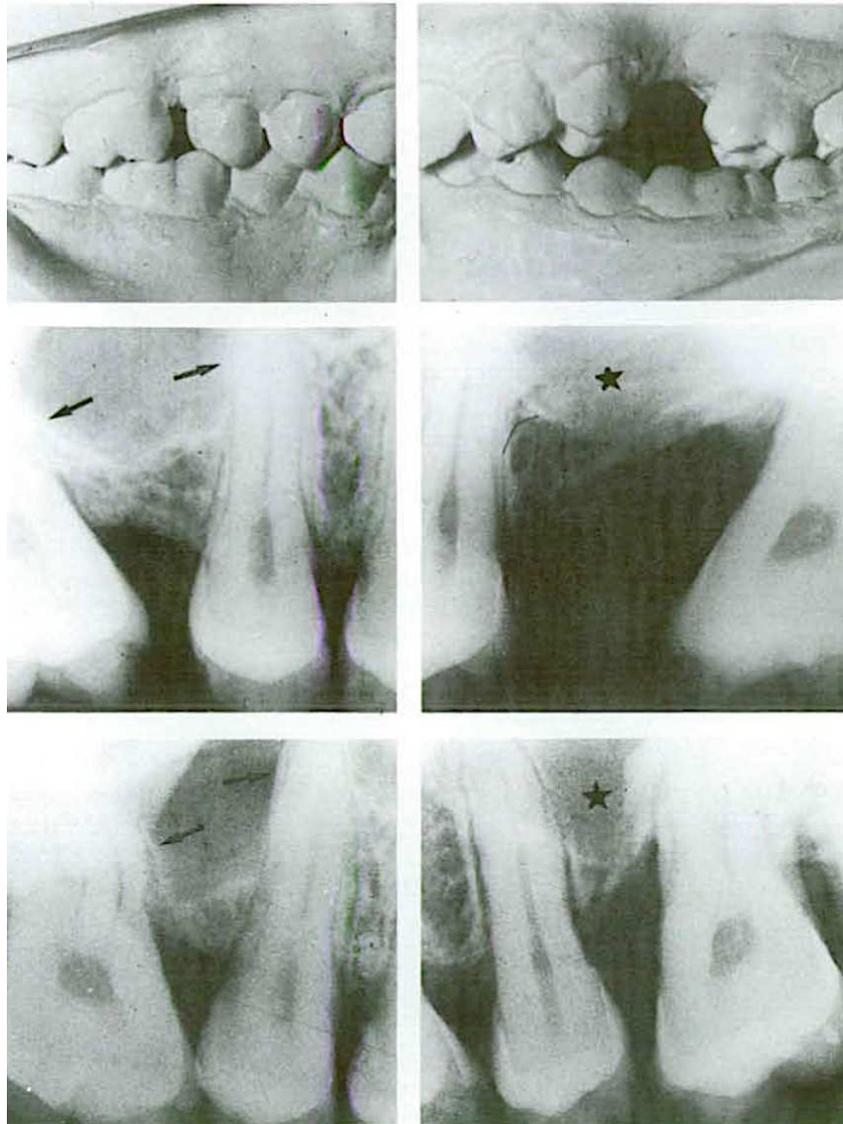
Des moulages avant le traitement et les radiographies correspondantes avant et après le traitement. Les espaces d'extraction des PMP compromises ont été fermés en redressant les axes des DMP en direction des sinus. Les flèches montrent que la paroi sinusale a « suivi » le déplacement dentaire (135).
